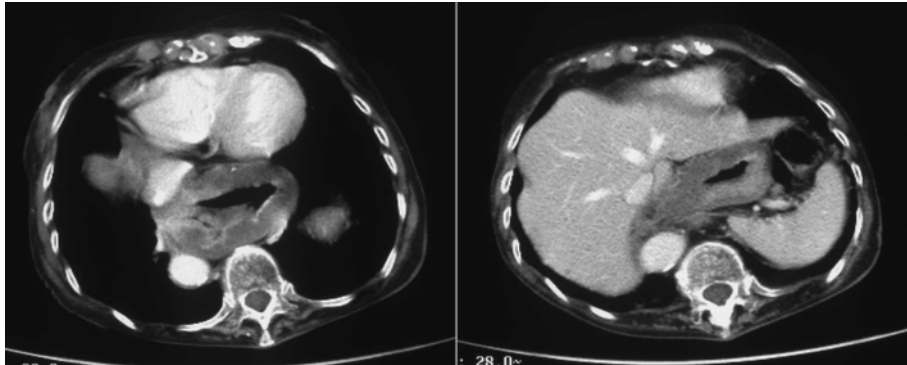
Chest and abdominal enhanced CT revealed a low-density lesion in the gastric wall, from the cardia to the lower body. The gastric fundus was in the thoracic cavity.
